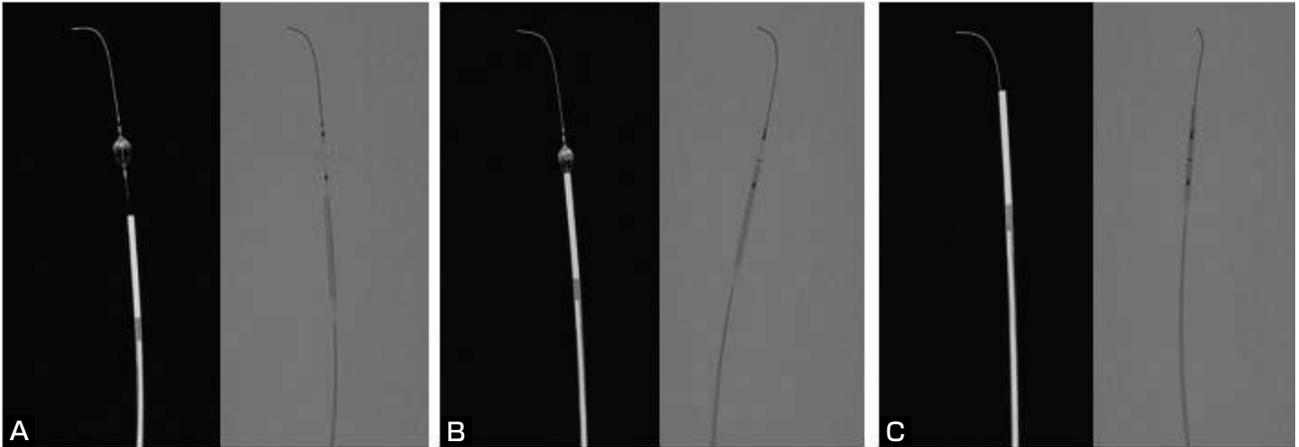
Photographs (left) and radiographic images (right) of the rescue catheter during capture of the AngioGuard XP. The filter markers are well defined under the fluoroscope.
